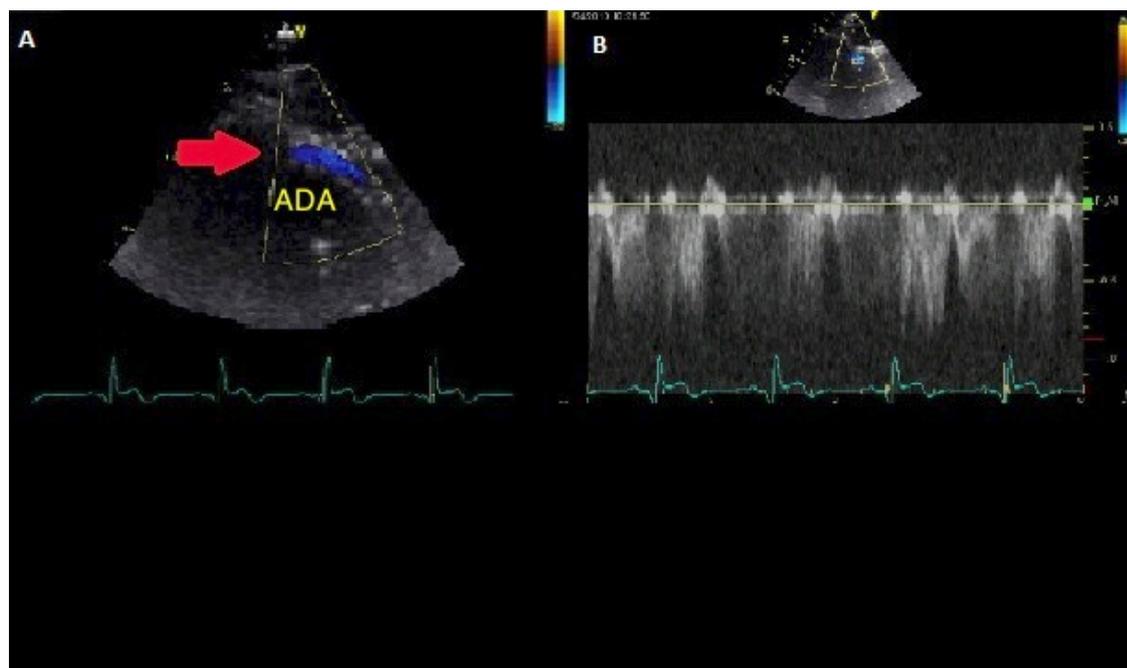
Fluxo retrógrado no segmento distal da Artéria Descendente Anterior (ADA) no corte apical duas câmaras modificado visualizado pelo Doppler em cores (seta vermelha) em A e pelo Doppler pulsátil em B.
